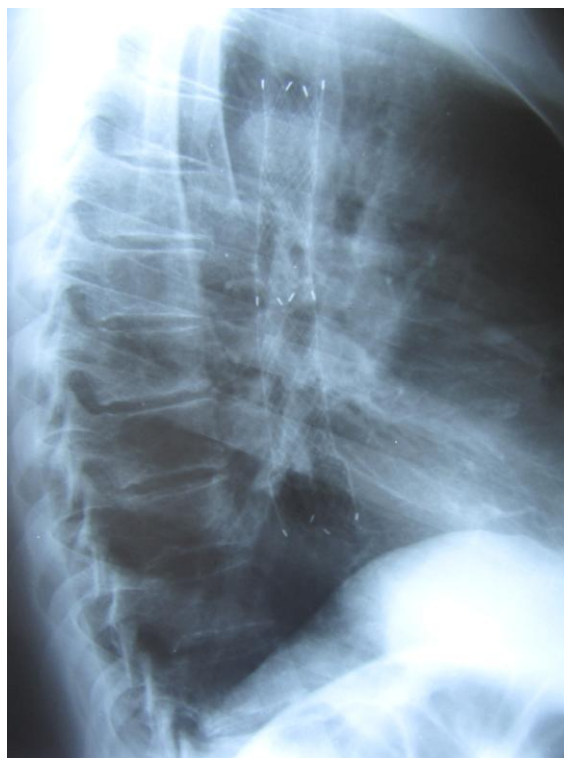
Рак среднегрудного отдела пищевода после стентирования (Рентгенография без BaSO₄)
